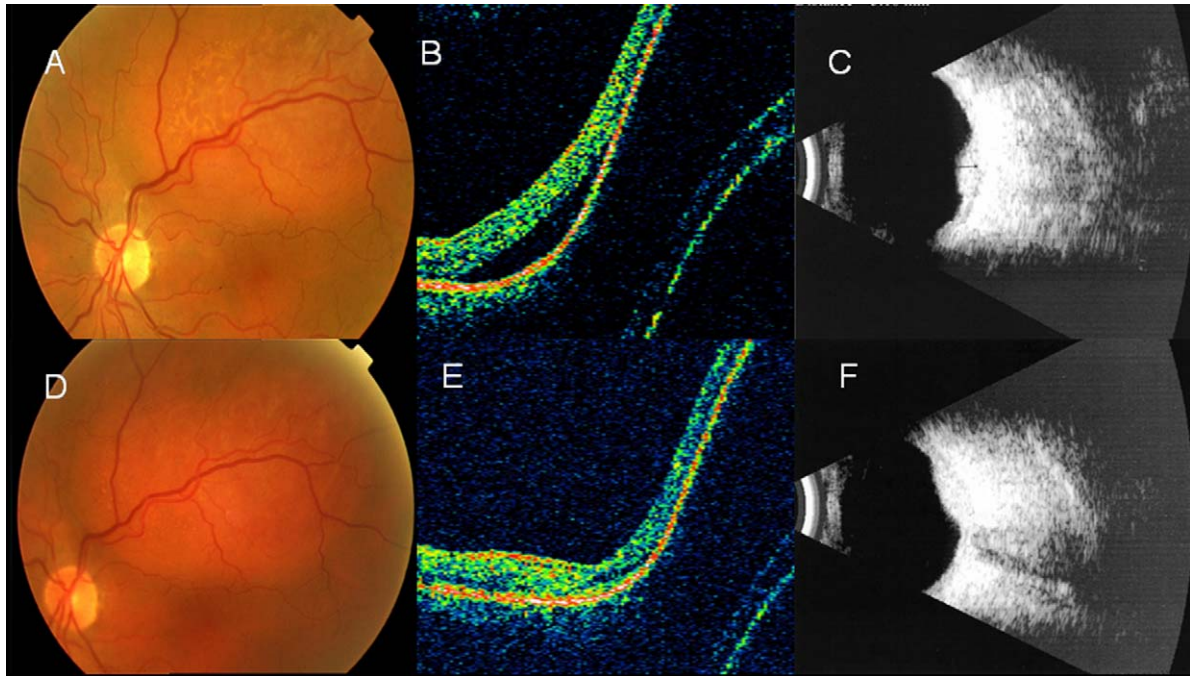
A) Imagen de fondo de ojo que muestra una tumoración de coloración anaranjada en la arcada temporal superior. B) La OCT sobre el área macular muestra un acúmulo de líquido subretiniano subfoveal. Además, puede apreciarse el efecto masa de la tumoración. C) Ecografía modo B antes de la TFD: masa sólida homogénea e hiperintensa, sin sombra acústica posterior. D) Retinografía tras TFD. Persistencia de la masa anaranjada. E) En la OCT después del tratamiento se aprecia una ausencia de fluido subretiniano y persistencia del efecto masa de la tumoración. F) Ecografía modo B después de la TFD. La masa no ha disminuido significativamente de tamaño.
